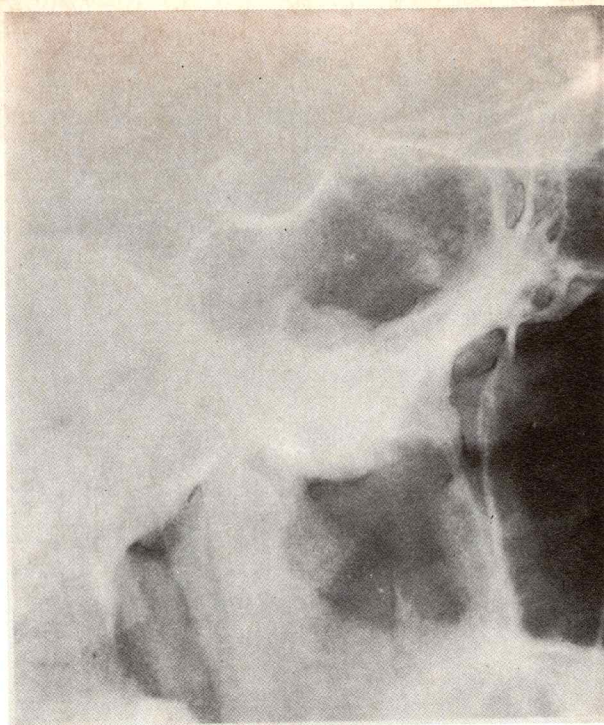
Radiografía de perfil de la silla turca.
